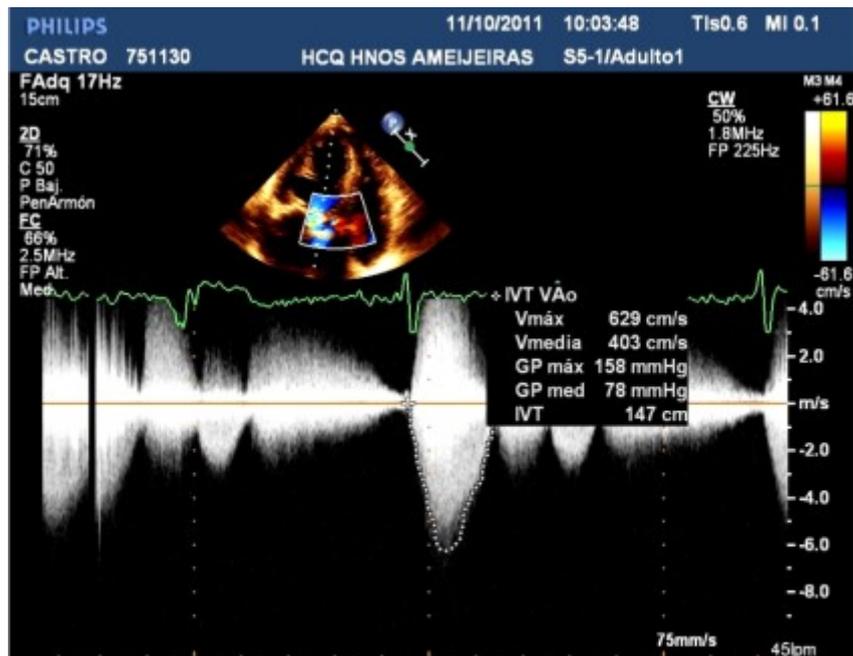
Doppler continuo en TSVI donde se evidencia gradientes elevados.
